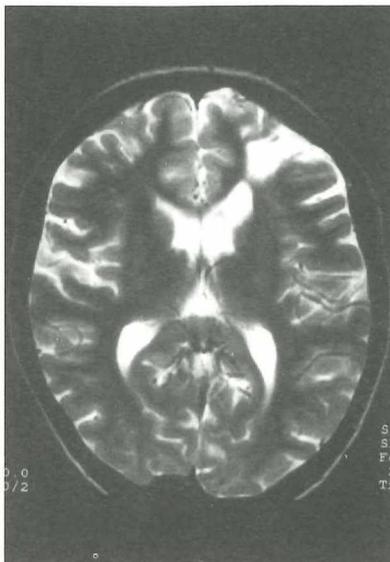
(oben) MRT (axial, T2 gewichtet, 1994): Grenzoneninfarkt frontal li.
